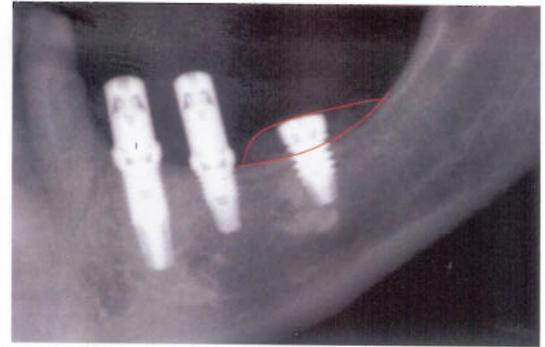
Auf diesem Röntgenbild ist zu erkennen, daß die beiden vorderen Implantate sofort belastet wurden, während das hintere Implantat bedeckt wurde.
